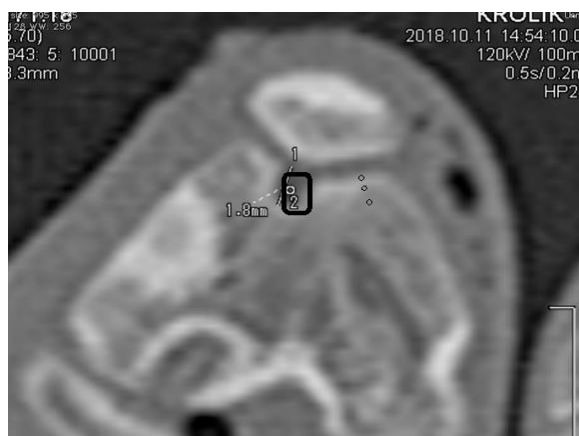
КТ коленного сустава кролика в косоаксиальной проекции – выделение полигональной фигурой границ первоначального дефекта с подсчетом общей средней плотности новообразованной ткани
